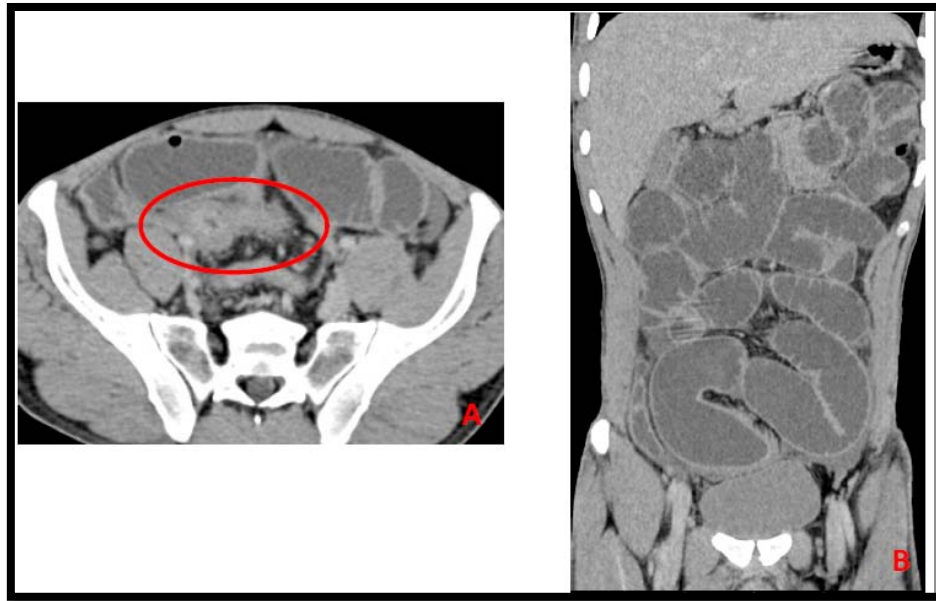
TDM C+ coupes axiale(A) et coronale(B):occlusion sur maladie de Crohn coupe
